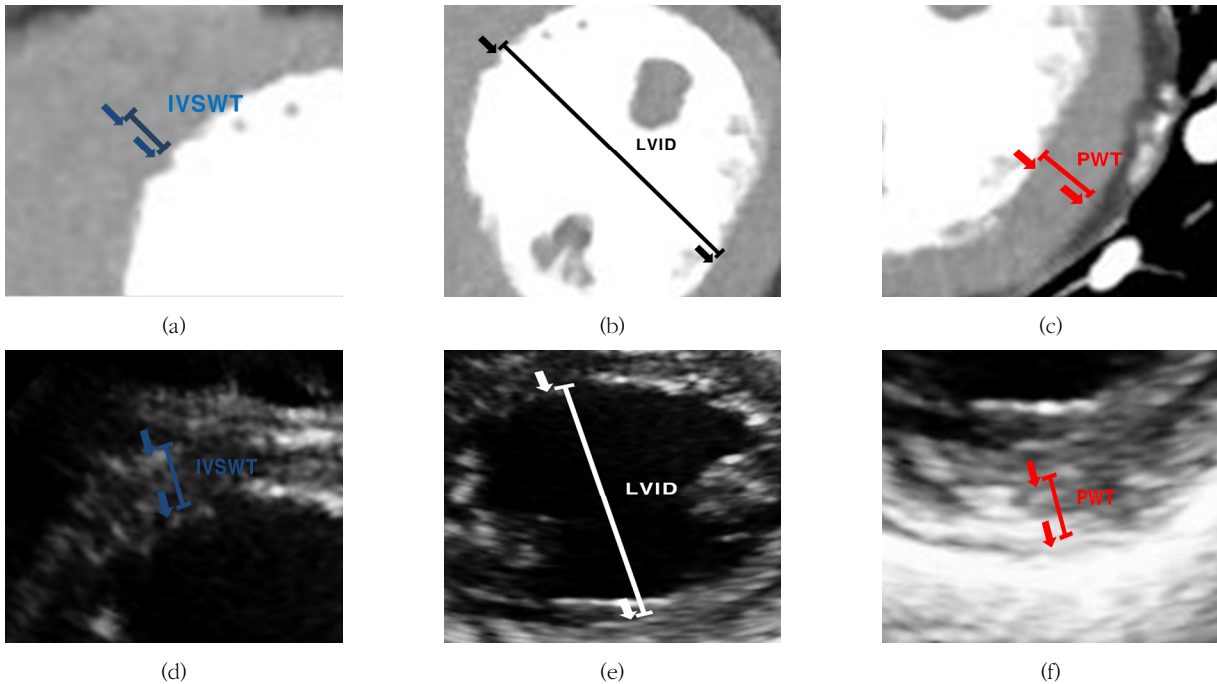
The Measurement of cardiac thickness by mix method using echocardiography and computed tomography: (a) and (d) IVSWT from the leading edge of the myocardial wall to the leading edge of the endocardium, (b) and (e) LVID from the leading edge of internal cavity to the leading edge of endocardium, (c) and (f) PWT from the leading edge of endocardium to the leading edge of the myocardial wall.
